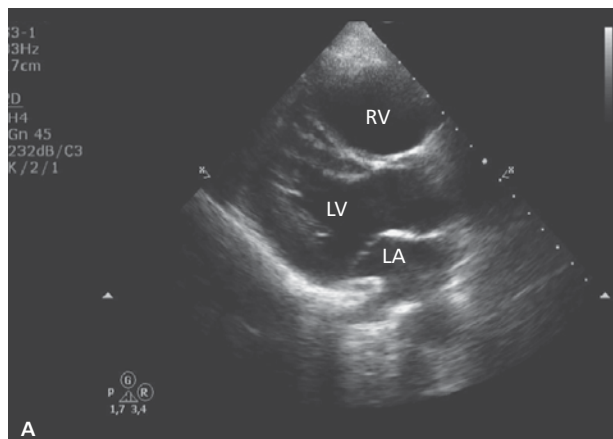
Obraz echokardiograficzny w zatorowości płucnej może być bardzo różny, ponieważ poszczególne objawy zależą od nasilenia i czasu trwania nadciśnienia płucnego oraz od gwałtowności jego wystąpienia.
